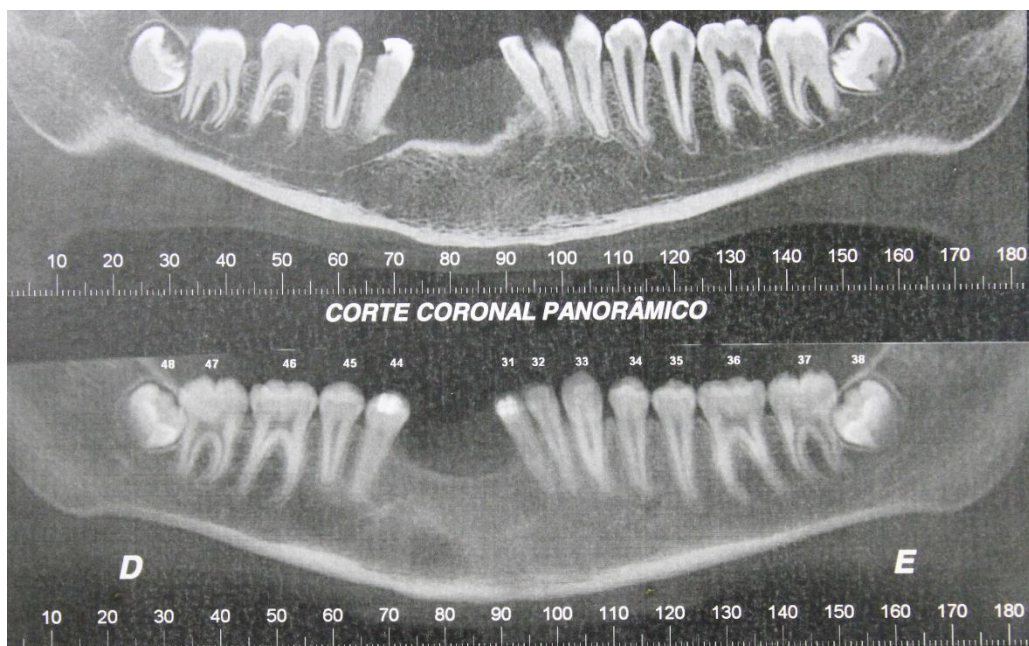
TC scan após 5 anos, não mostrando sinais de recorrência.
